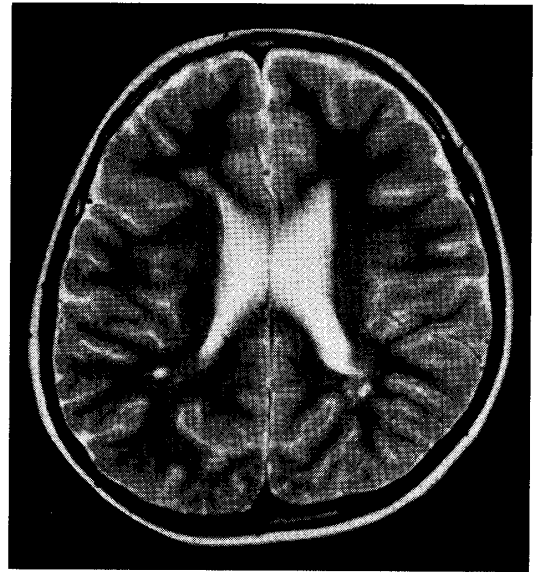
T2強調のMRIでterminal zoneに点状の高信号域を認めた8歳男児(特発性全般てんかん)のMRI(T2強調水平断)特に既往歴はなく,脳波では左右の側頭部にspikeがみられた。
